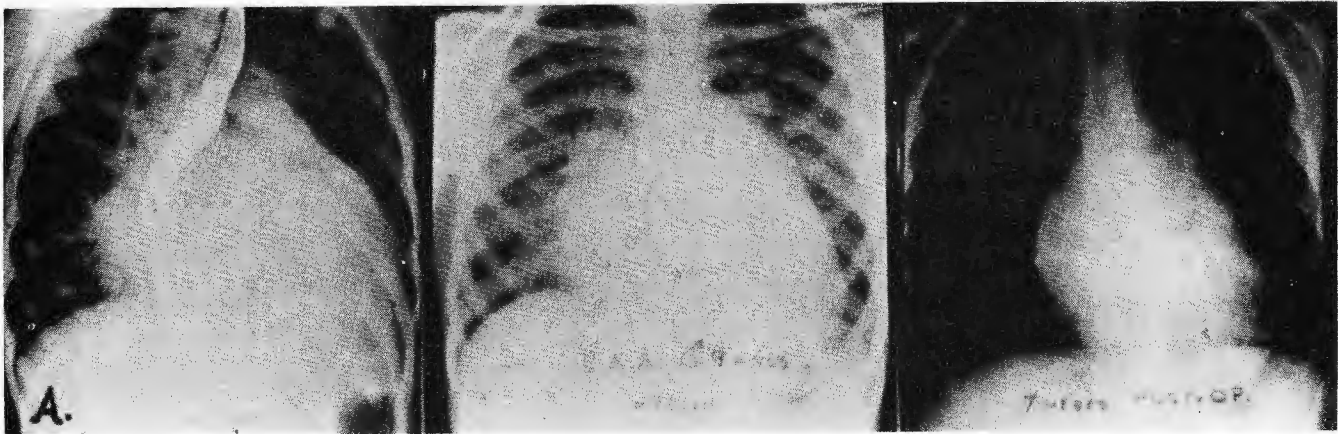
Radiografías comparativas pre y postoperatorias de: A, un niño de 9 años y B, una niña de 8, a quienes se les colocó una prótesis valvular mitral. Nótese: el enorme crecimiento de la aurícula izquierda del niño en la proyección oblicua anterior derecha, la válvula dentro del corazón y la reducción considerable del tamaño del mismo a los siete meses después de la operación en ambos casos.
